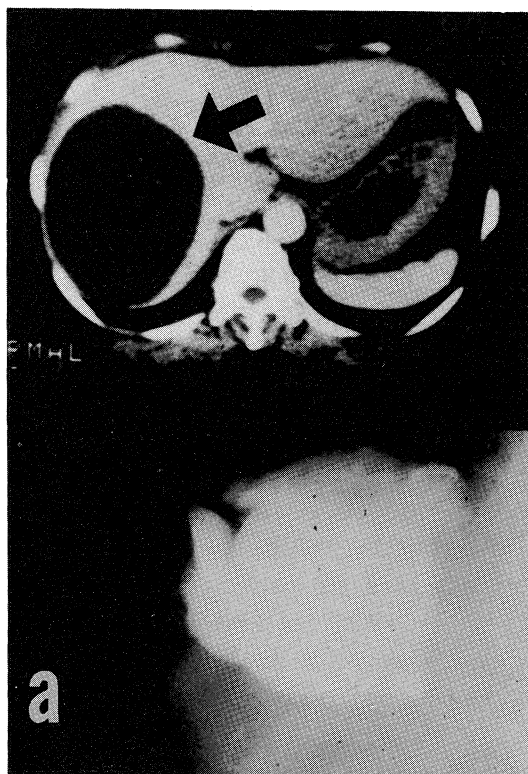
X ray CT and cystogram of the liver (case 1).
